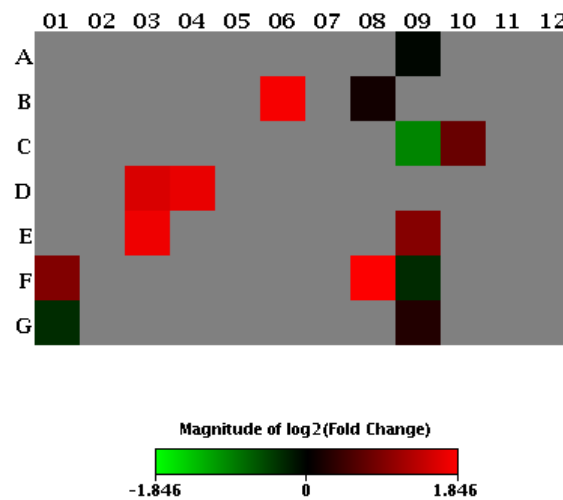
Mapa de calor da expressão gênica da cicatrização do GQ- *versus* GQ+, de CT de queratinócitos (n=10).
